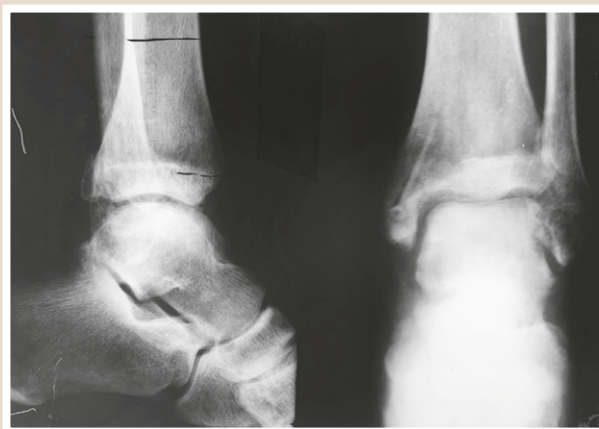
Фотовідбитки з рентгенограми хворого Ж. через 8 тижнів після операції.
